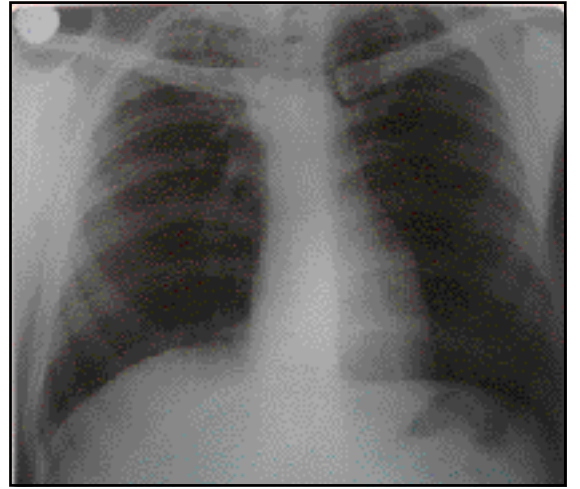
Olgunun tedavi öncesi akciğer grafisi.
